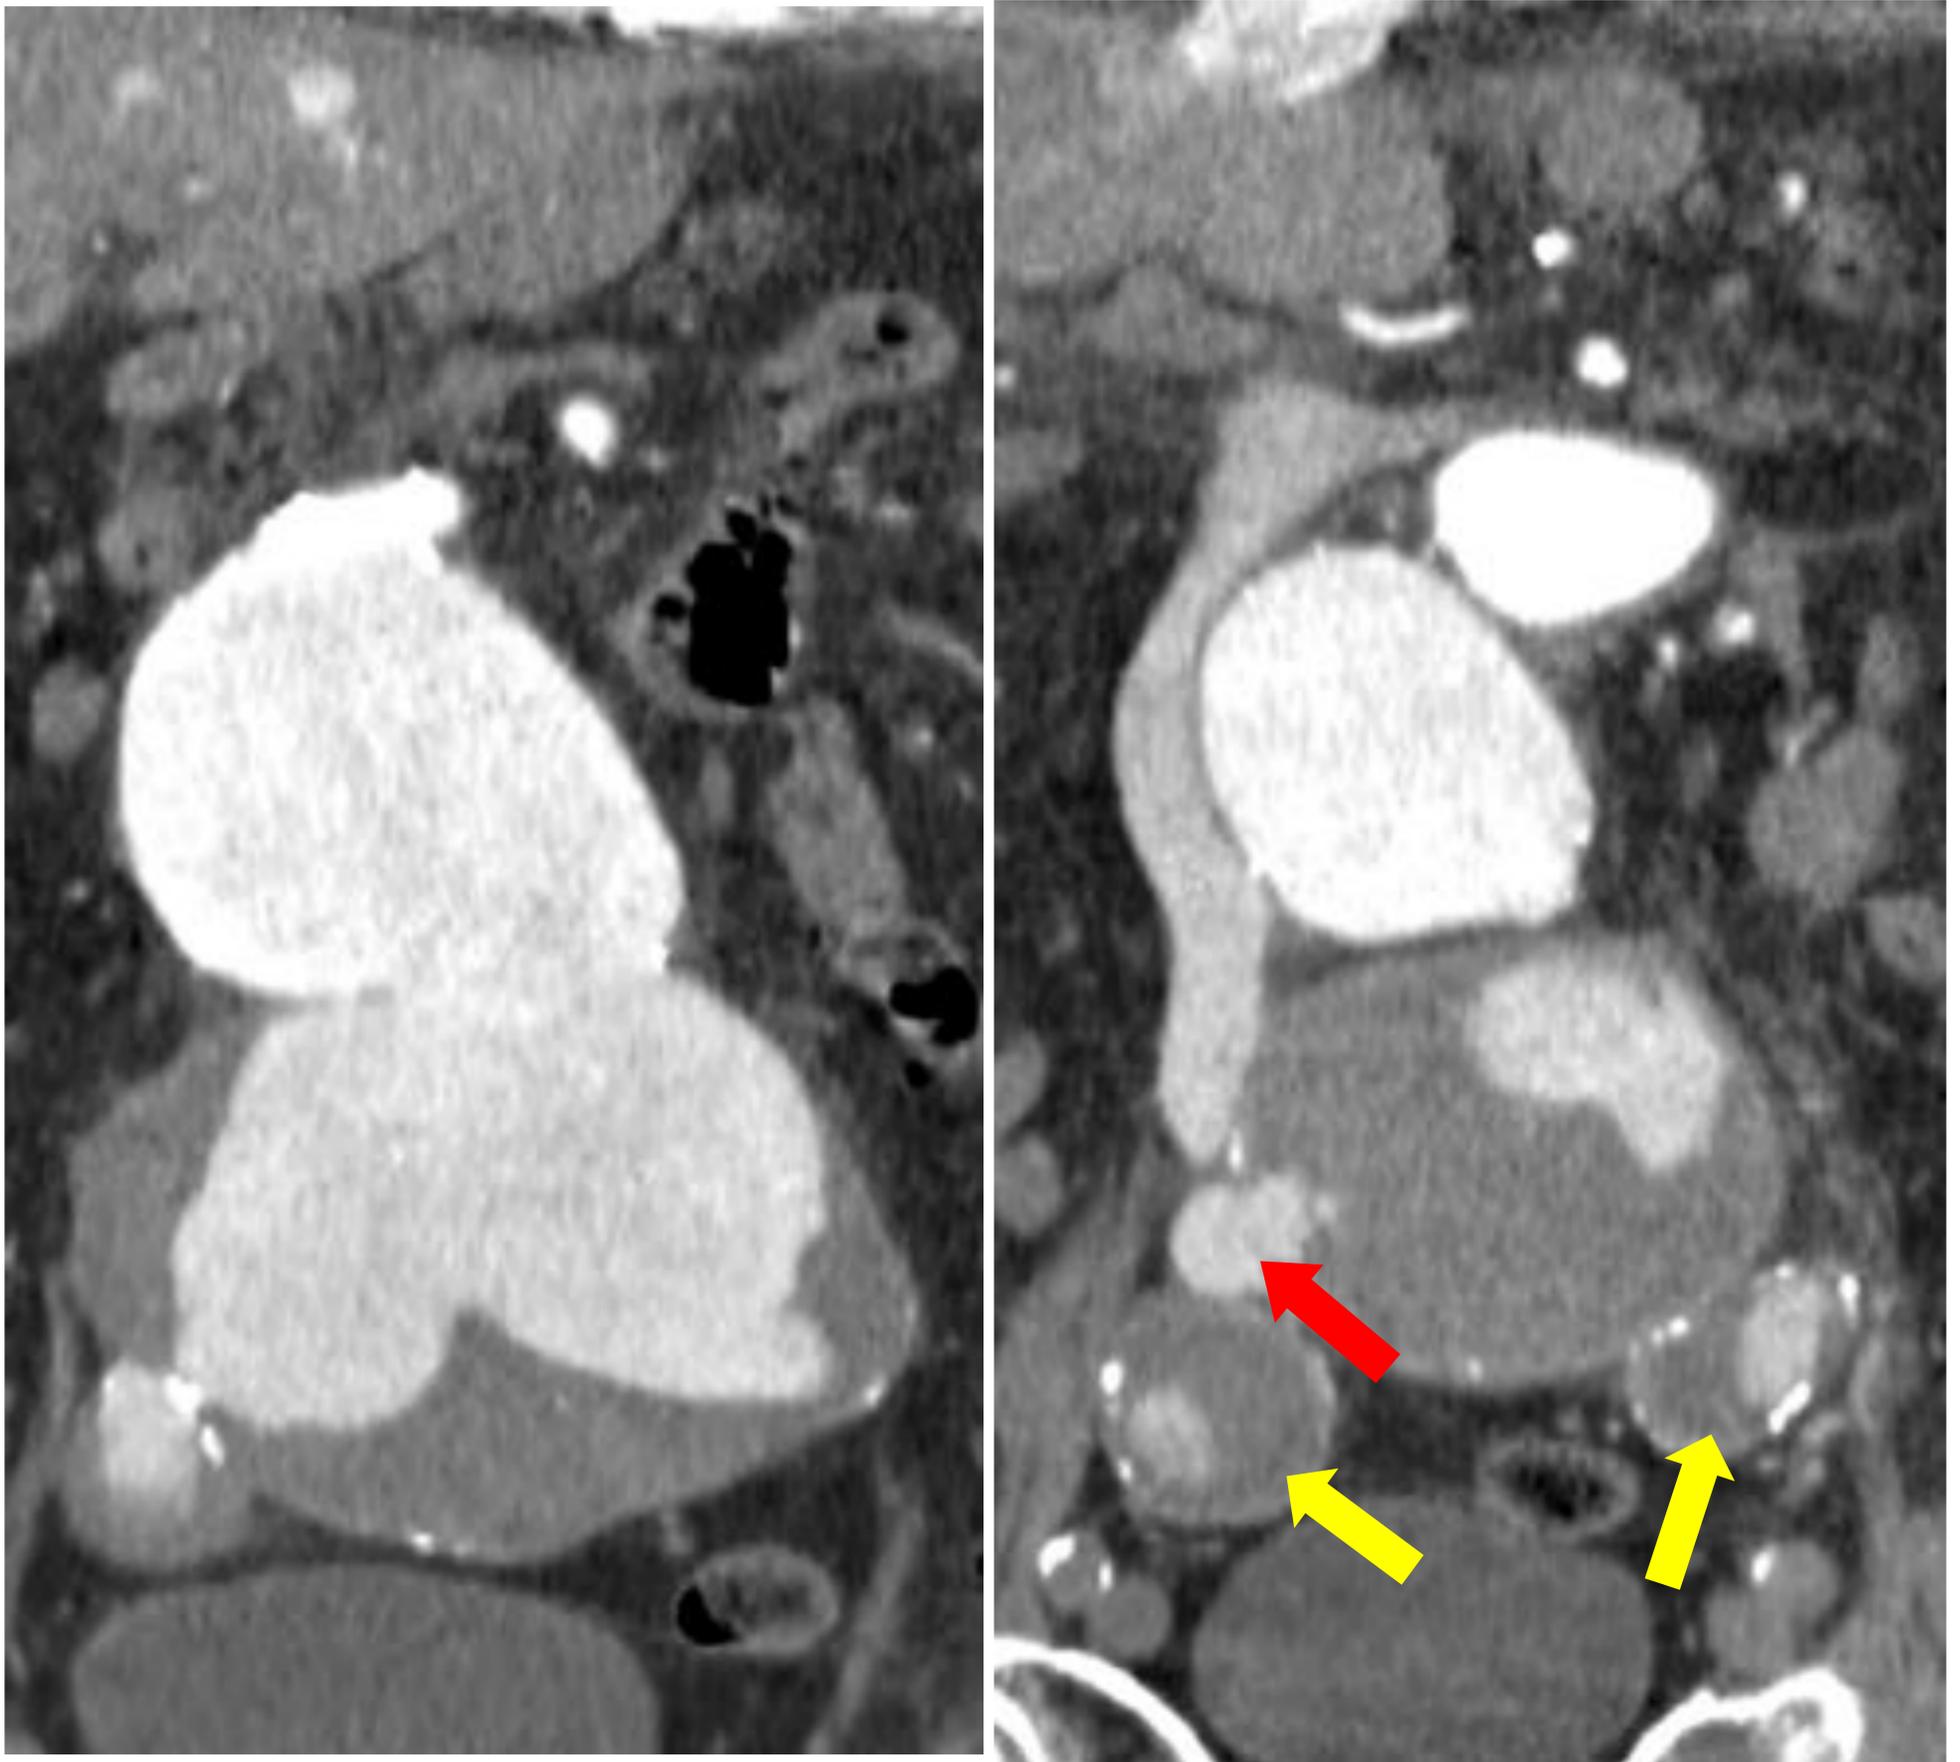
TC con contraste yodado endovenoso, en fase arterial. Imágenes en plano coronal.
